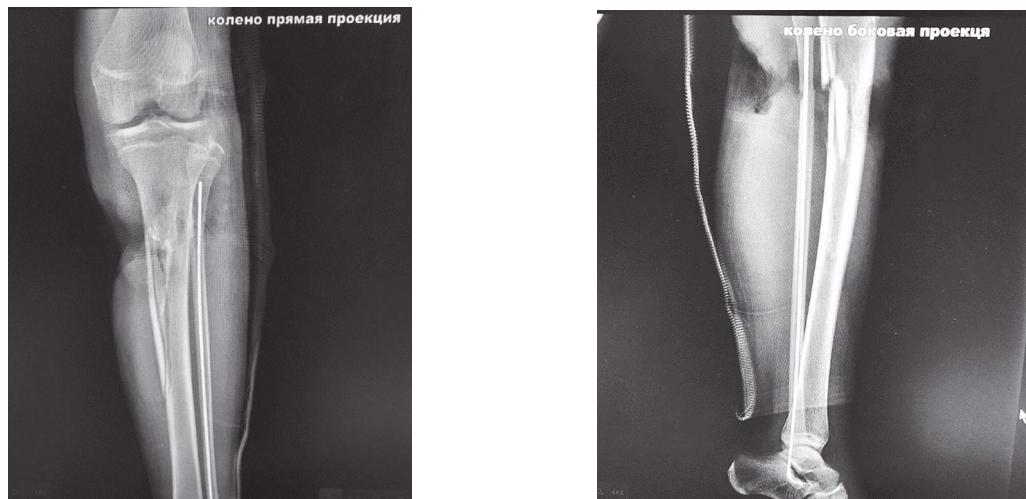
Контрольная рентгенограмма
